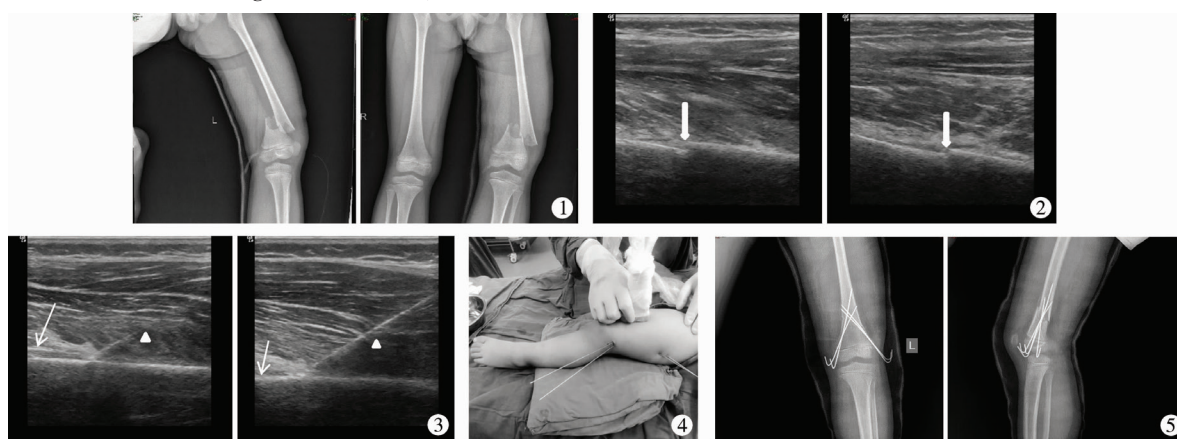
股骨髁上骨折患儿术前股骨正侧位X线片 图2 股骨髁上骨折患儿复位后股骨超声图像 注 白色粗箭头处示复位后超声可见股骨髁上骨折线 图3 超声引导克氏针内固定治疗股骨髁上骨折患儿 注 三角处示超声下克氏针形态;白色细箭头处示骨折处 图4 术中超声引导下治疗股骨髁上骨折患儿 图5 股骨髁上骨折患儿手术后复查股骨正侧位X线片
